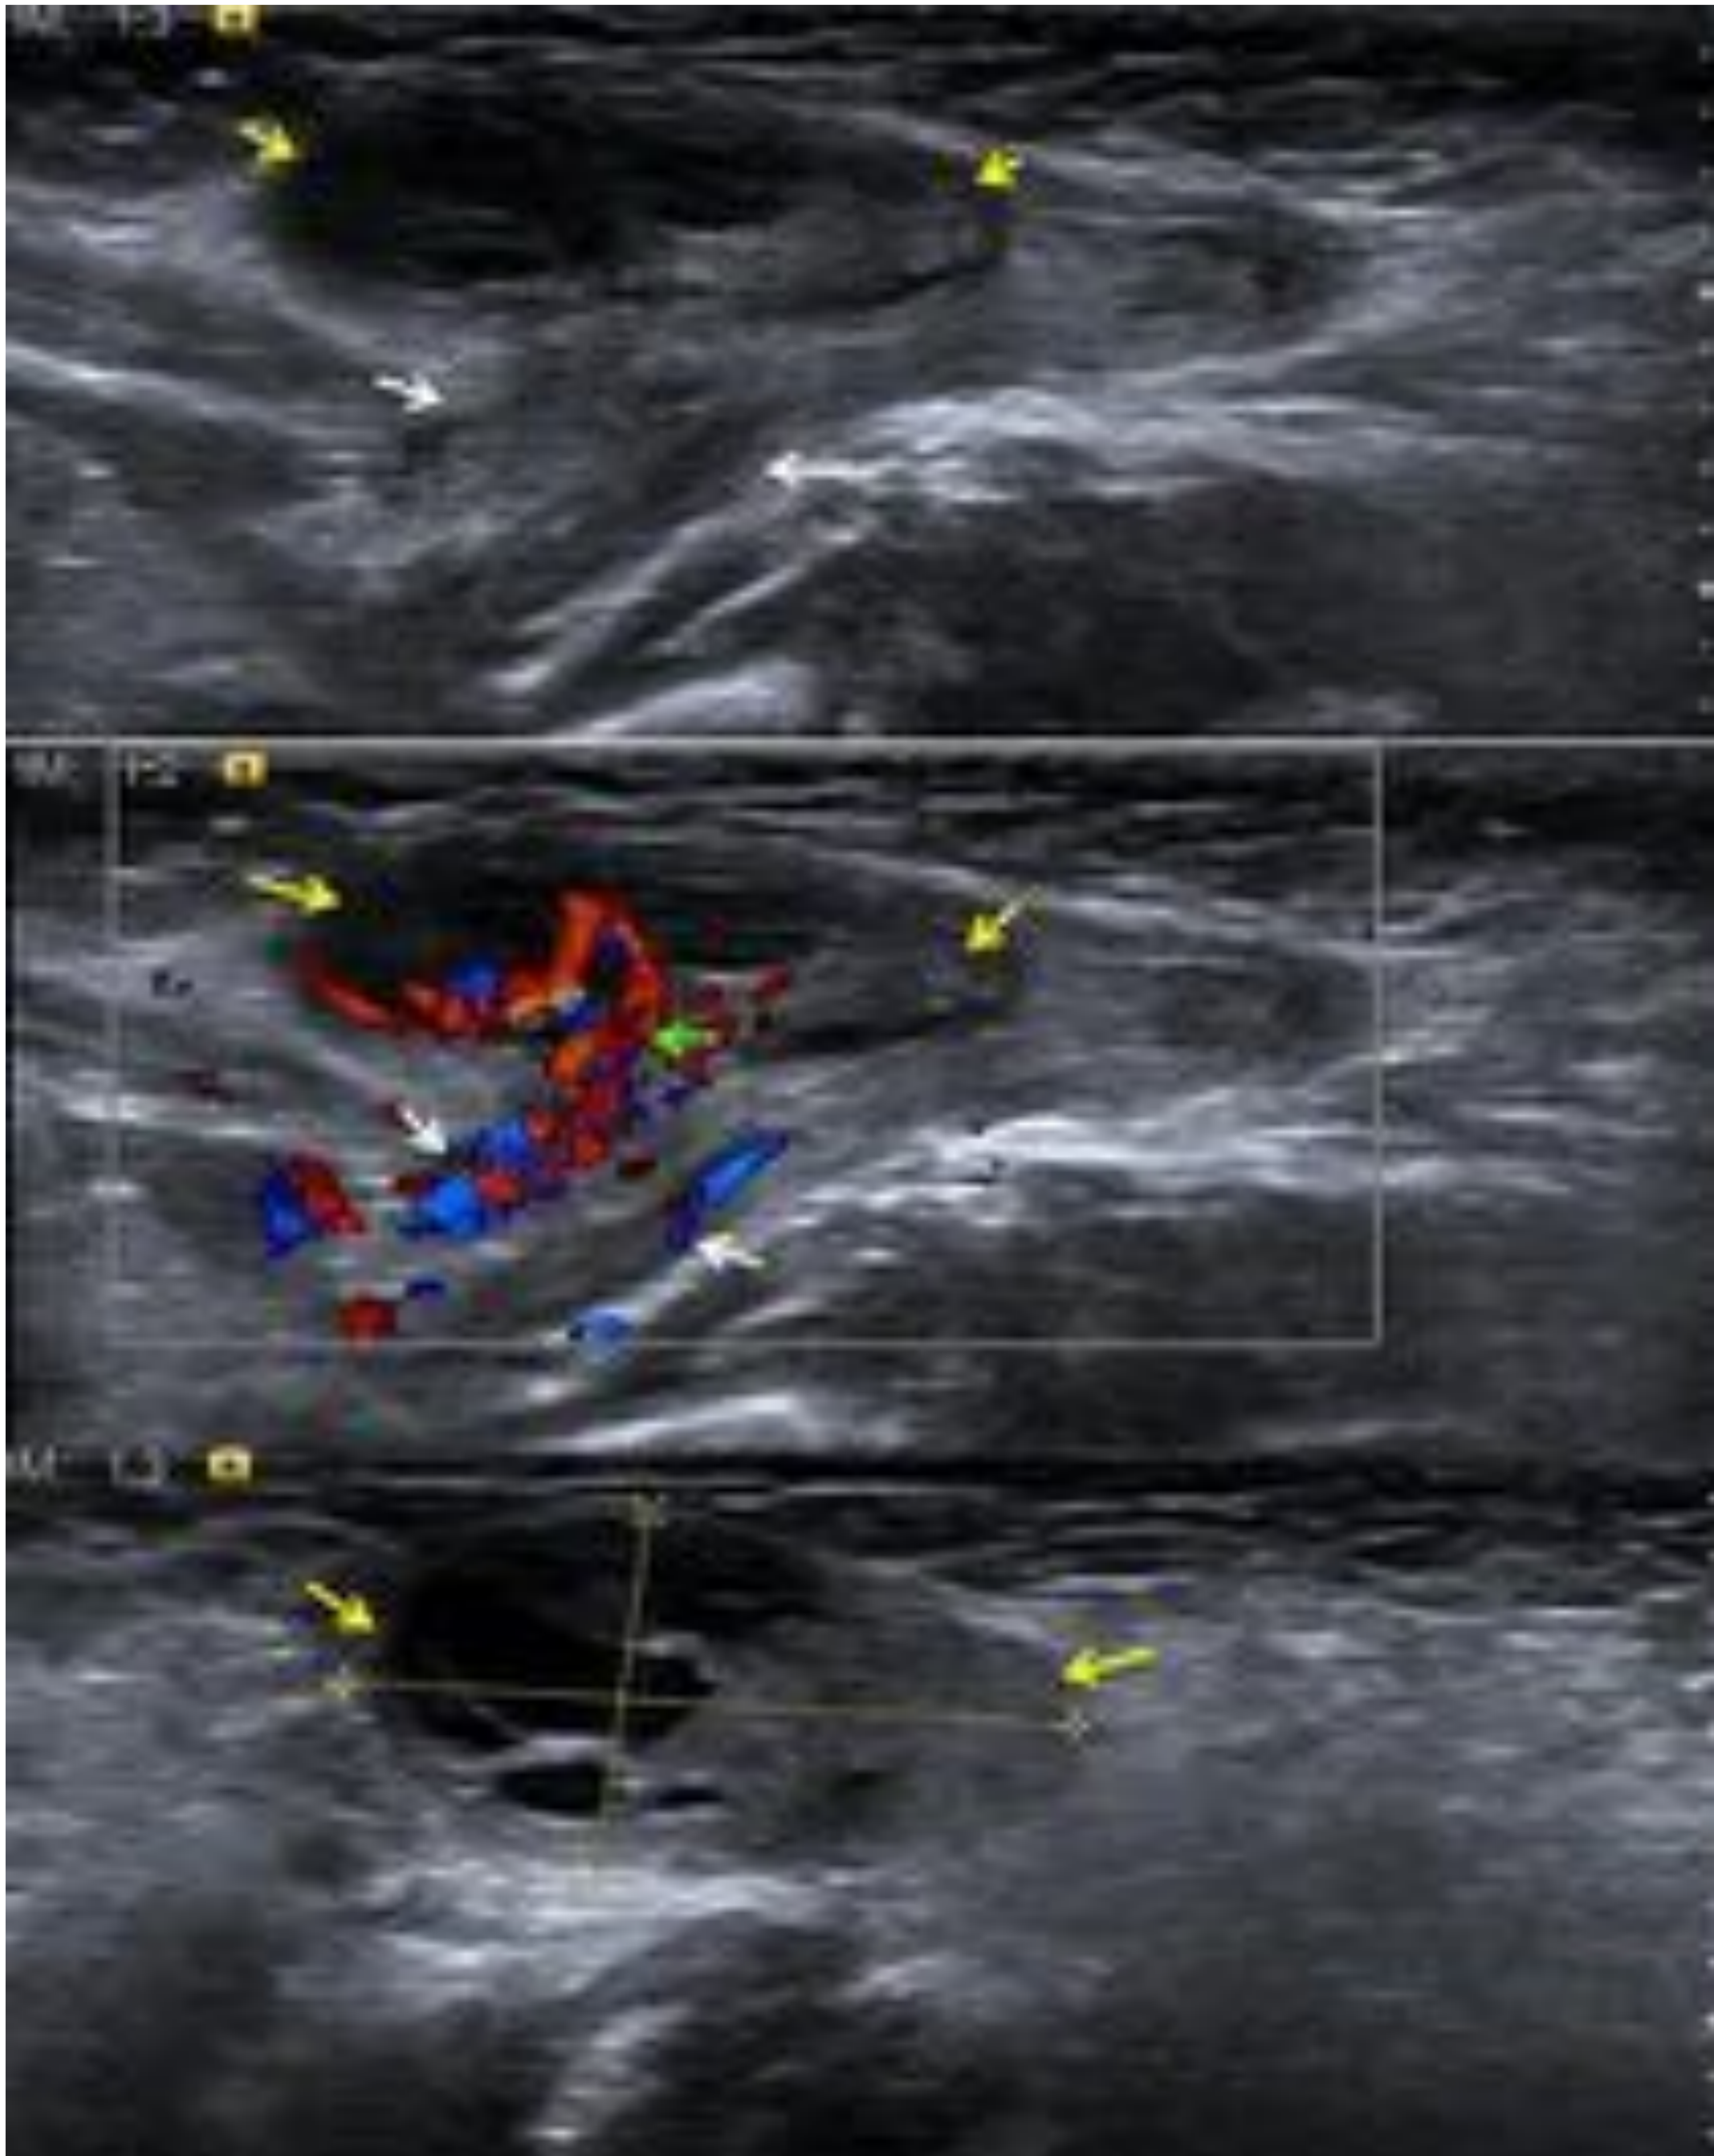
Paciente femenina de 7 semanas de edad , con bultoma inguinal , sospecha de hernia vs adenopatía. La ecografía de la zona inguinal derecha visualiza un defecto herniario/canal de Nuck (flechas verdes) a través del cual protruye una hernia de ovario derecho (flechas amarillas) con flujo doppler conservado (flecha blanca). Hallazgos compatibles con hernia del canal de Nuck con contenido ovárico. Se realizó herniorrafia inguinal y se redujo el ovario aparentemente viable a la cavidad abdominal, sin complicaciones posteriores.
